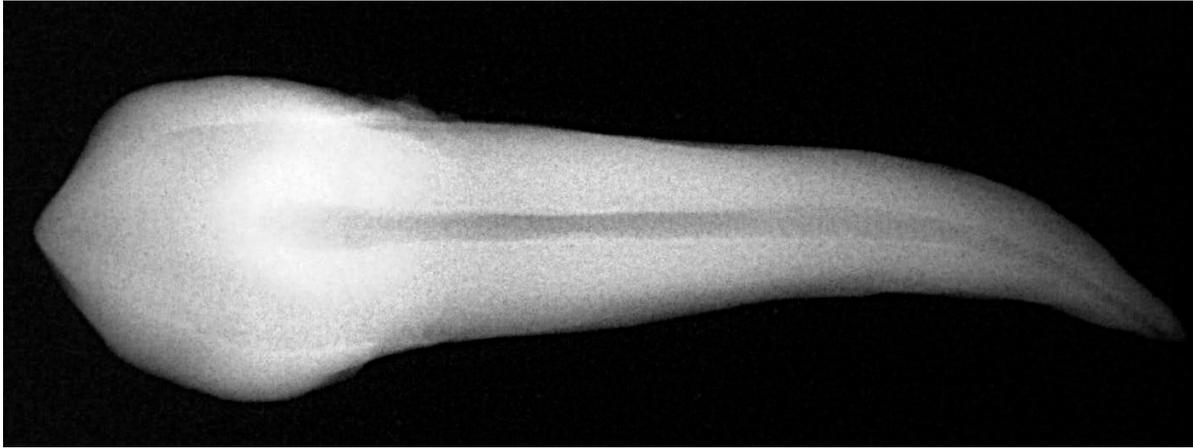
radiografia di un canino.
